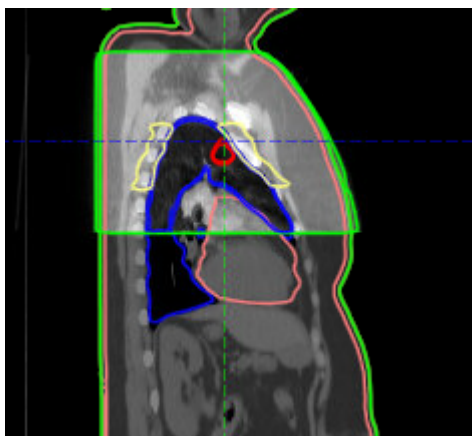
Imagem sagital da fusão da 4DCT e CBCT final.
